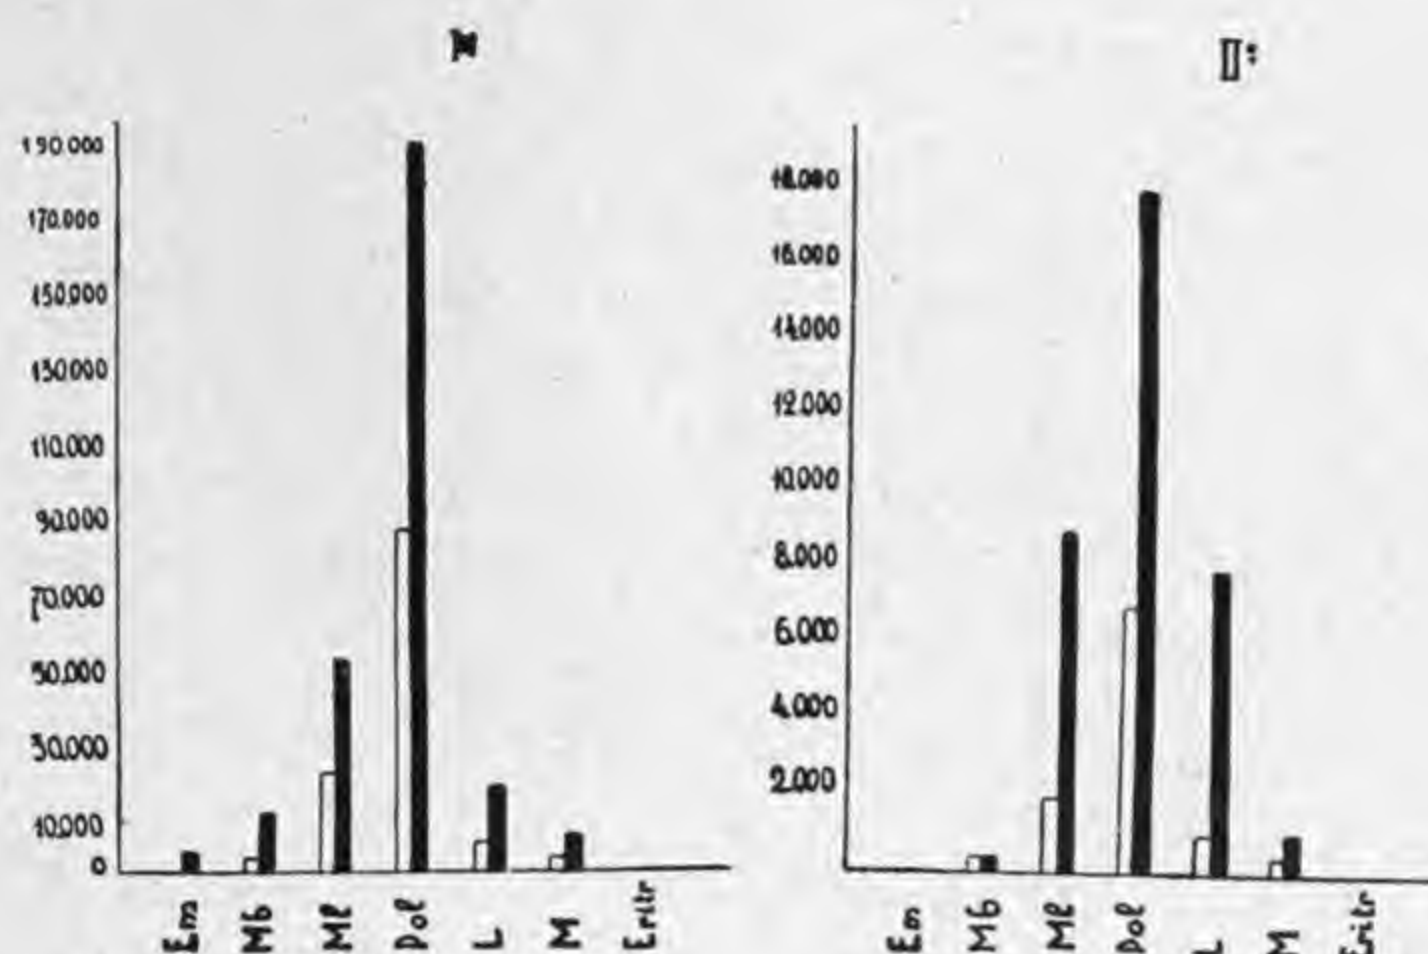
Prova dell'adrenalina in un caso di *mielosi leucemica cronica* in periodo florido della malattia (I) e in periodo di remissione leucocitaria conseguente a terapia Röntgen (II). Le colonne in bianco rappresentano le varie categorie cellulari prima della reazione, le colonne in nero all'acme della reazione adrenalinica. Al massimo della reazione si ha forte aumento di tutte le categorie cellulari della serie mieloide con comparsa di emocitoblasti e scarso movimento dei polinucleari. Anche in periodo di remissione (II) la reazione mantiene un carattere leucemico mieloide.
